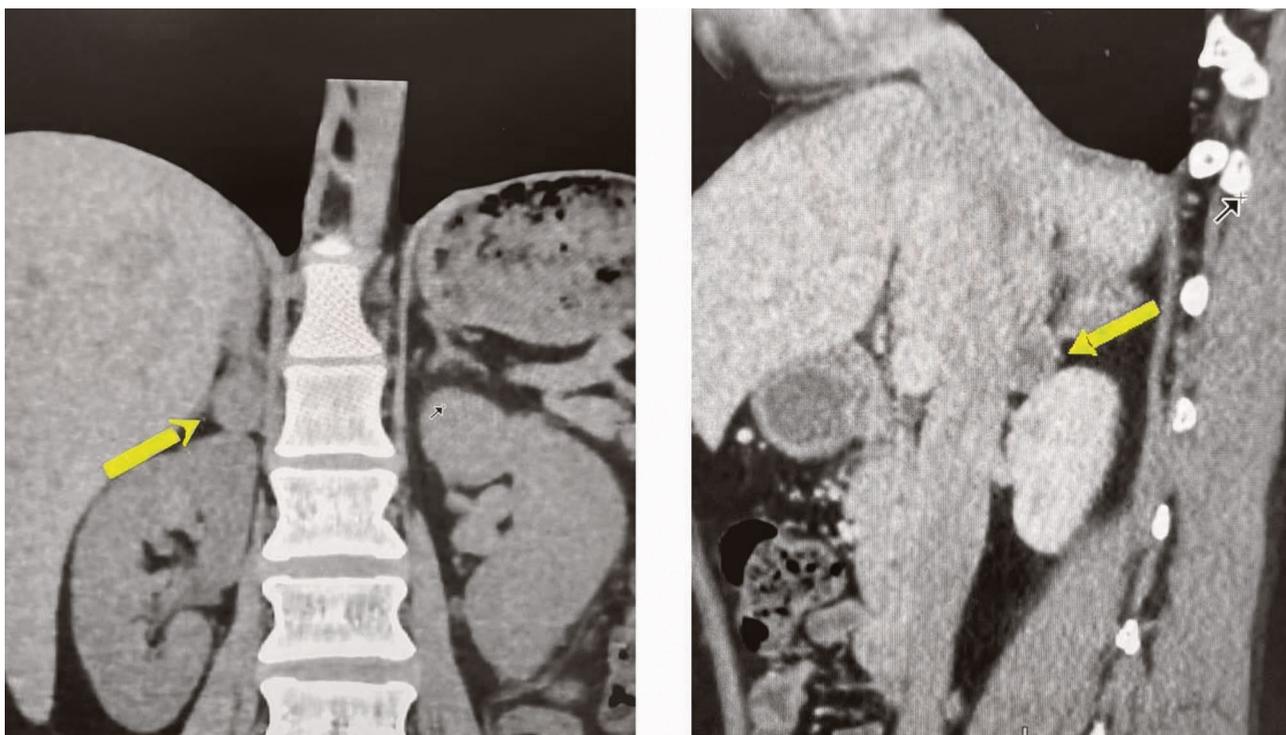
КТ-визуализация образования надпочечника до оперативного лечения
